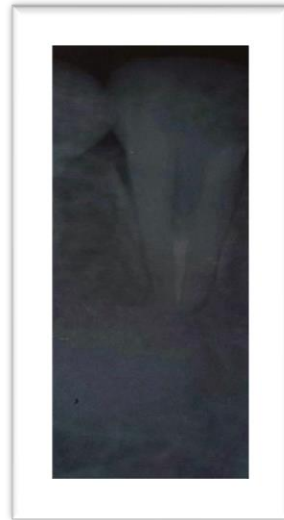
IMAGENES RADIOGRAFIAS PERIAPICALES
